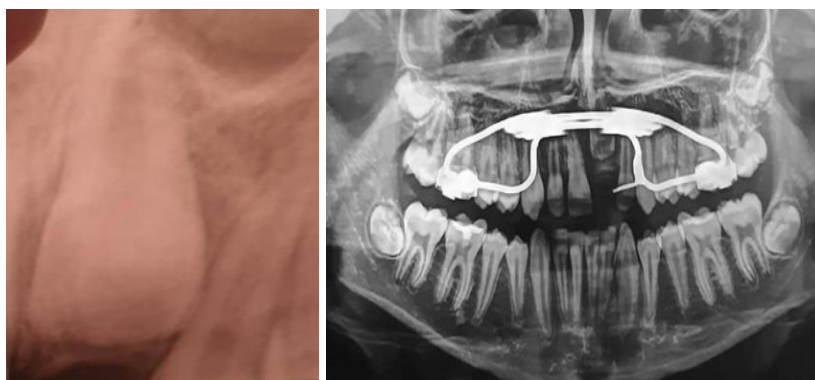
Pamje në radiografi apikale dhe panoramike
